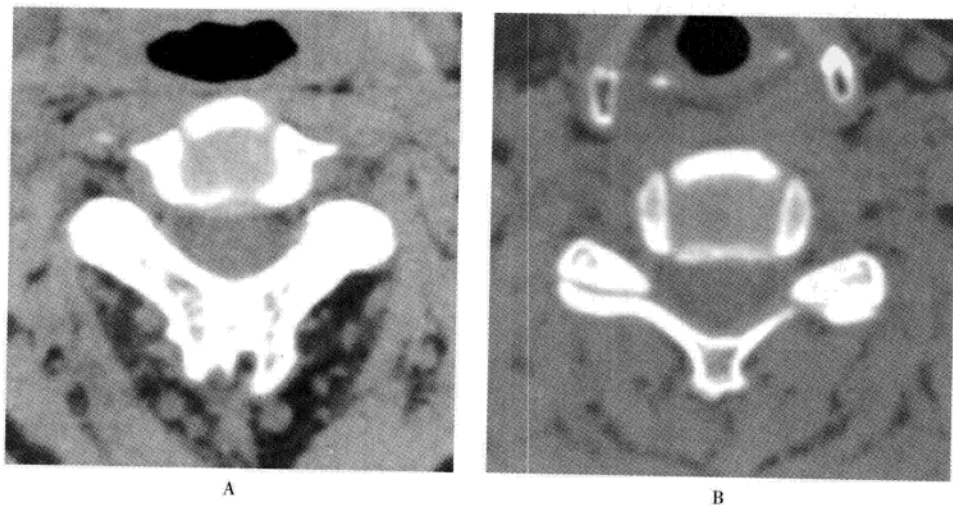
螺旋 CT 全颈椎各向同性轴位扫描
